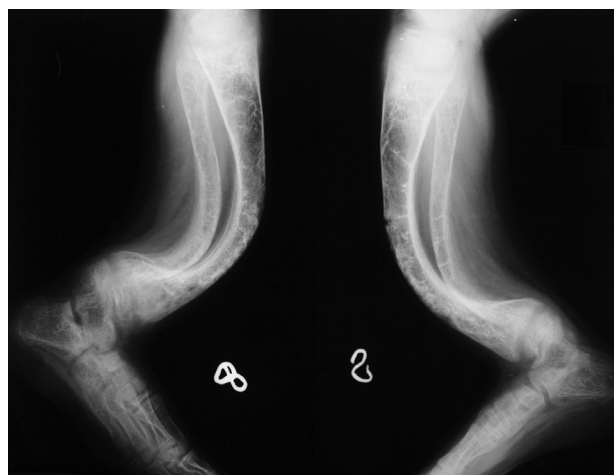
Рентгенограми *хв-20 М.* 9 років. Зона Лоозера по передній поверхні діафіза лівої великогомілкової кістки
